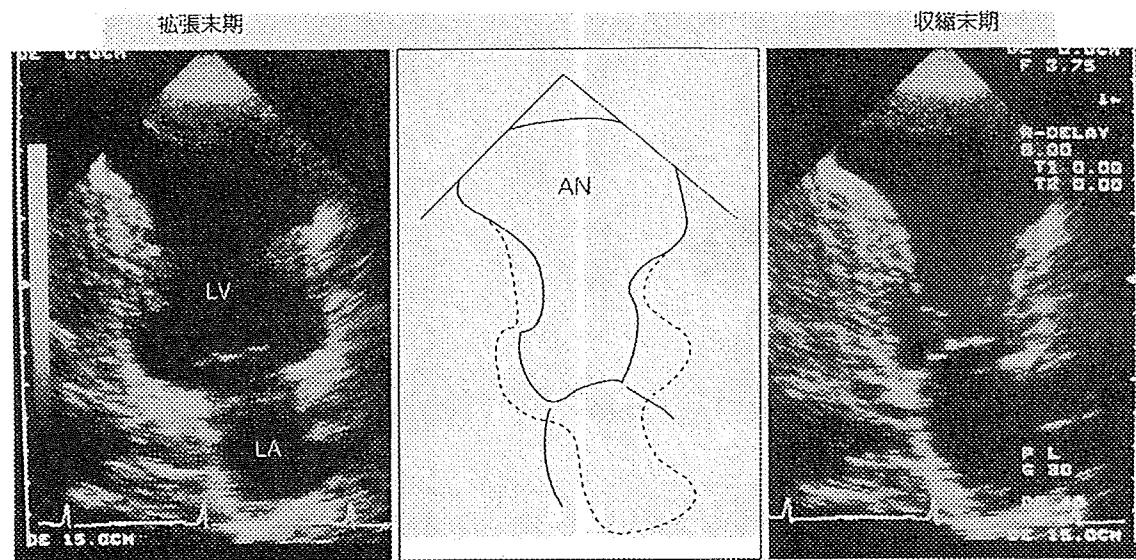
左室心尖部心室瘤の心エコー図（心尖左室長軸二腔像）
